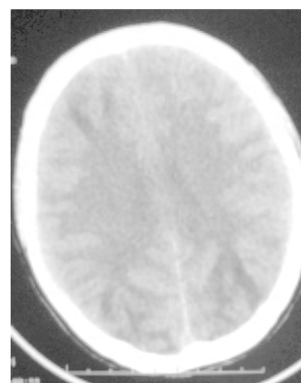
头颅 CT 显示大脑半球皮层下对称性低密度影
